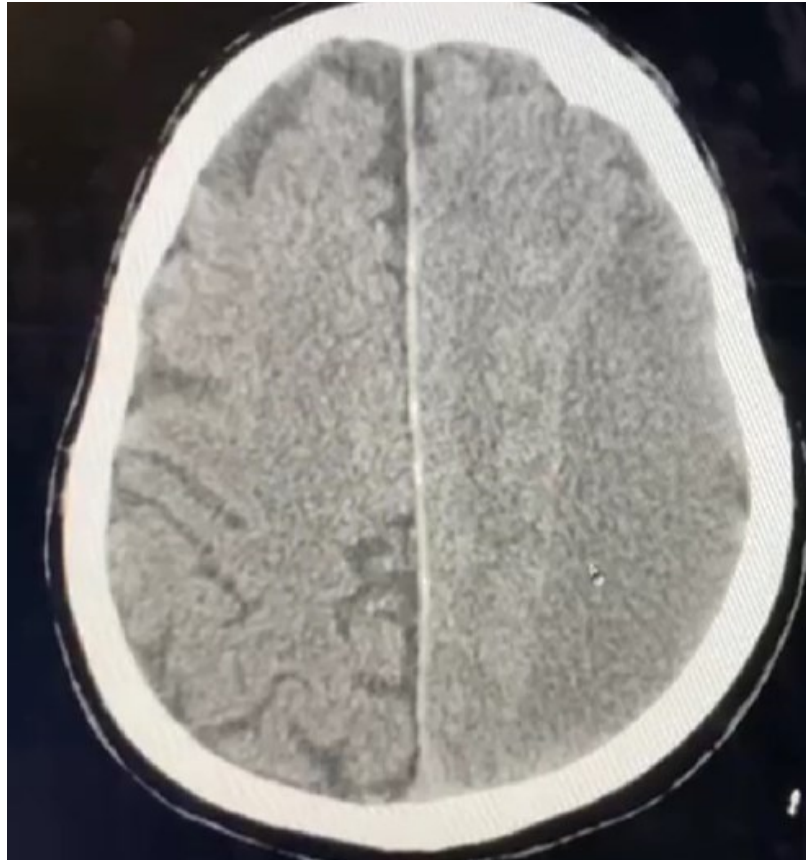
TAC SIMPLE DE CRÁNEO, corte axial: se observa lesión isodensa en región de hemisferio izquierdo que borra los surcos de la convexidad cerebral en relación con hematoma subdural subagudo-crónico.
